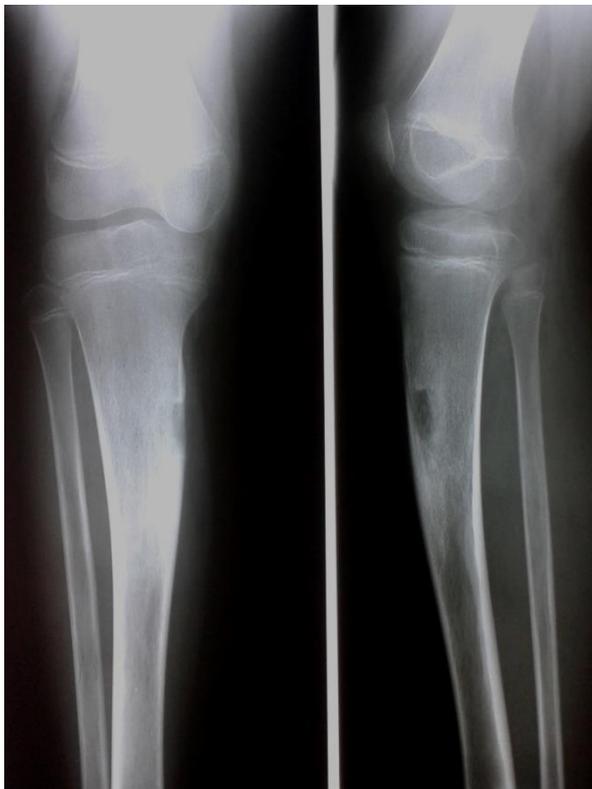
Тот пациент. Рентгенограммы после операции.
